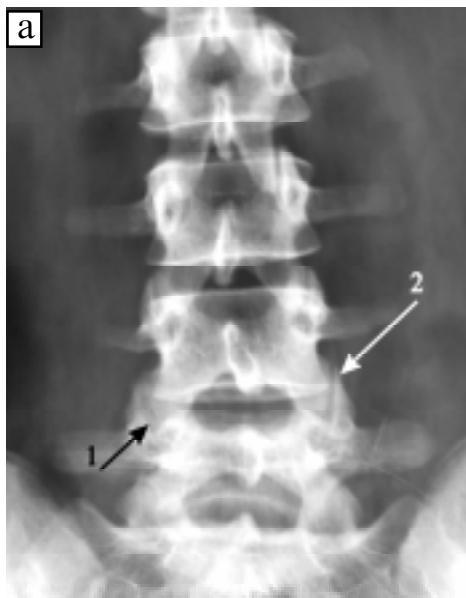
Деформівний спондилоартроз сегментів L_3-L_4 і L_5-S_1 1-го ступеня, сегмента L_4-L_5 2-го ступеня: а — на рентгенограмі в прямій проекції (1 — виражене нерівномірне звуження суглобових щілин, нерівність замикальних пластин, 2 — крайові кісткові розростання, які доходять до каудальної замикальної пластини тіла L_4); б — на аксіальній томограмі (3 — виражені кісткові розростання трикутної форми, 4 — субхондральні ерозії суглобових відростків)
